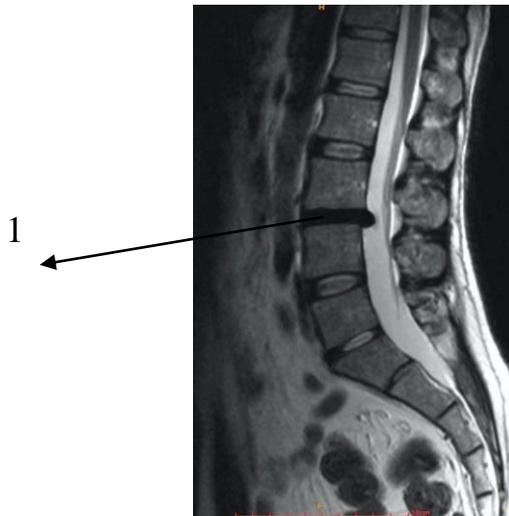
МРТ пояснично-крестцового отдела больной О. в предоперационном периоде. Стрелкой обозначен:
